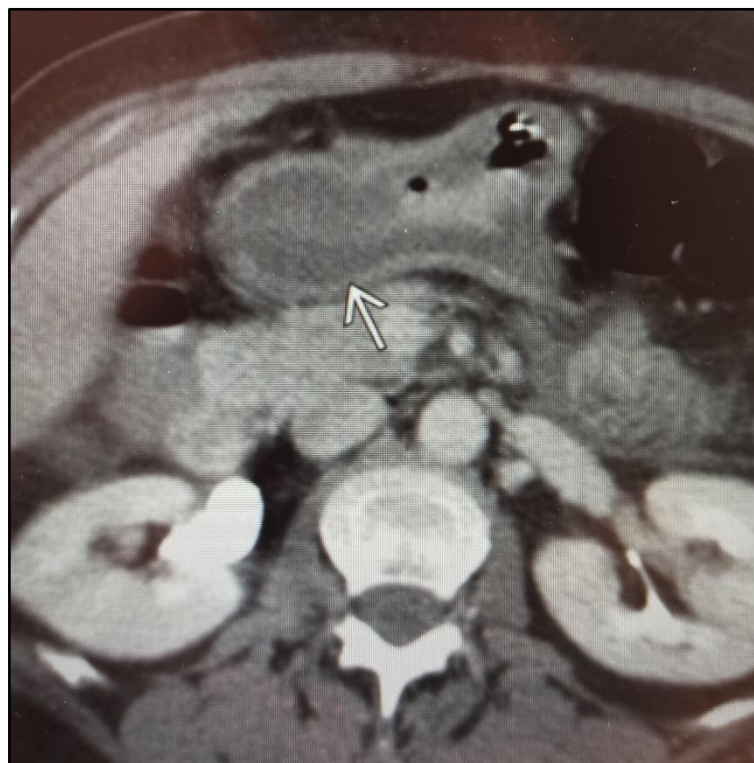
Image TDM objectivant un épaissement pariétal de l'estomac et duodénum (service de Réanimation A4)
